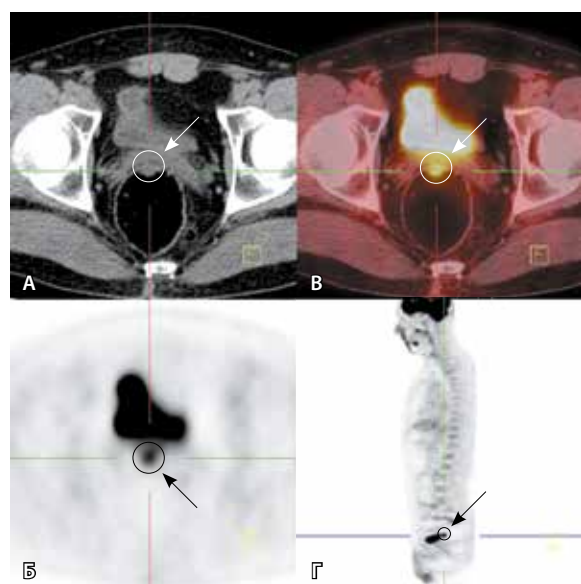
Больной К. 43 лет через 4 месяца после брахитерапии OS по поводу увеальной меланомы стадии IIA – Т2а. А – компьютерная томограмма (КТ), Б – позитронно-эмиссионная томограмма (ПЭТ), Б' – фузионированное ПЭТ/КТ изображение. Патологический очаг (13×5 мм) гиперметаболической активности (SUVmax=6,5) в стенке прямой кишки выделен окружностью и обозначен стрелкой
